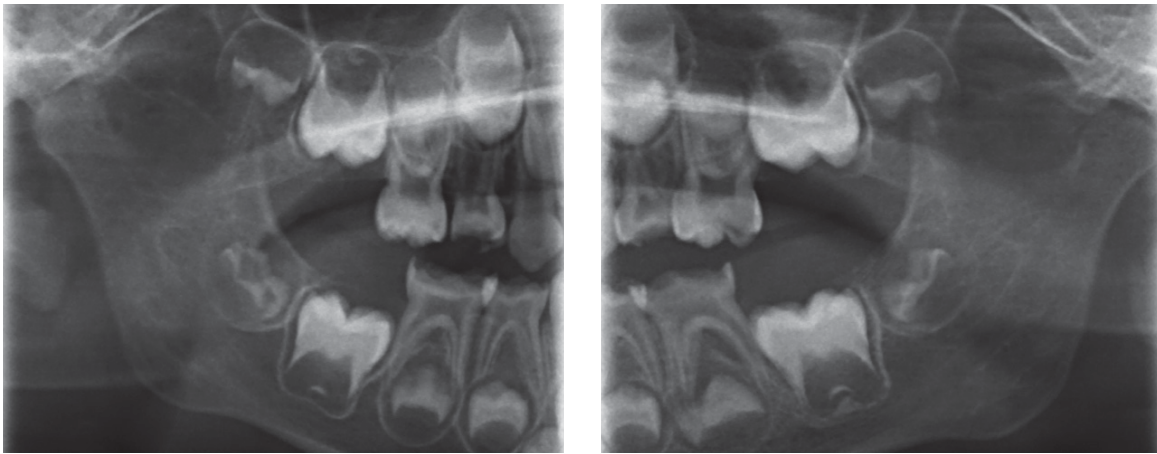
Die Anfertigung eines Orthopantomogramms mit einem Bissflügelprogramm ist bei kooperationseingeschränkten Kindern häufig einfacher zu bewerkstelligen als eine intraorale Bissflügelaufnahme.
